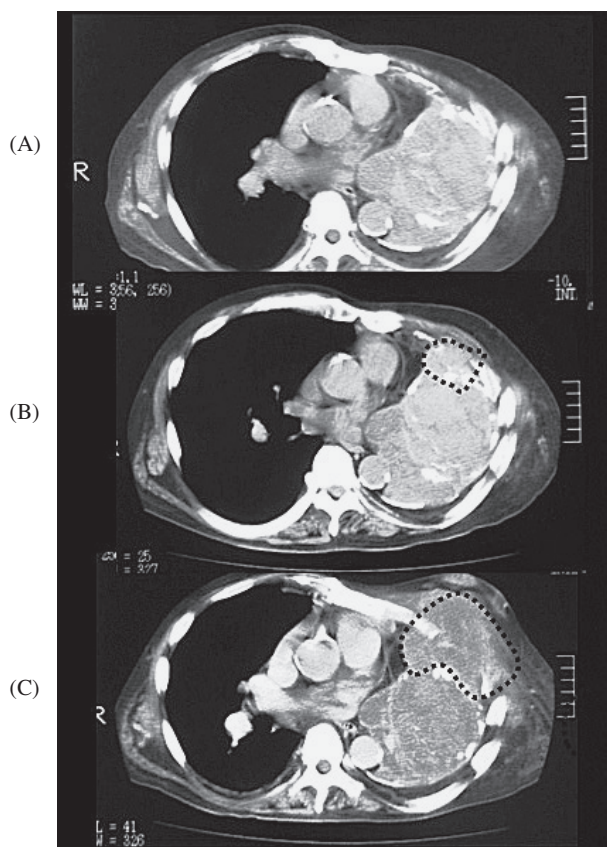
(A) Chest CT scan on June 2006 shows left pyothorax surrounded by calcification. (B) Chest CT scan on October 2006 shows pyothorax and the tumor (surrounded region) on the left chest wall invading the left rib. (C) Contrast-enhanced CT on November 2006 shows the tumor (surrounded region) growing further, invading from the thoracic cavity to submammary tissue.
